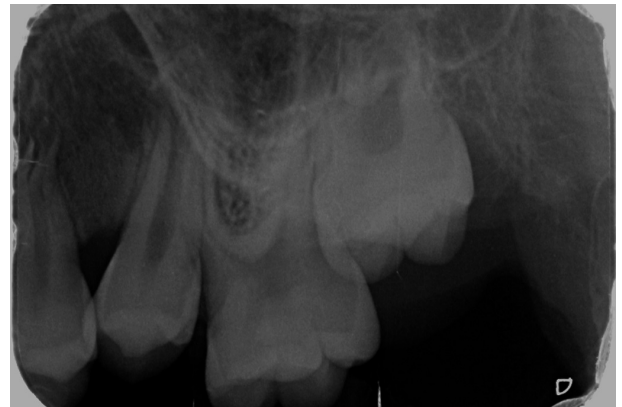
Radiografía retroalveolar después de 4 meses.
